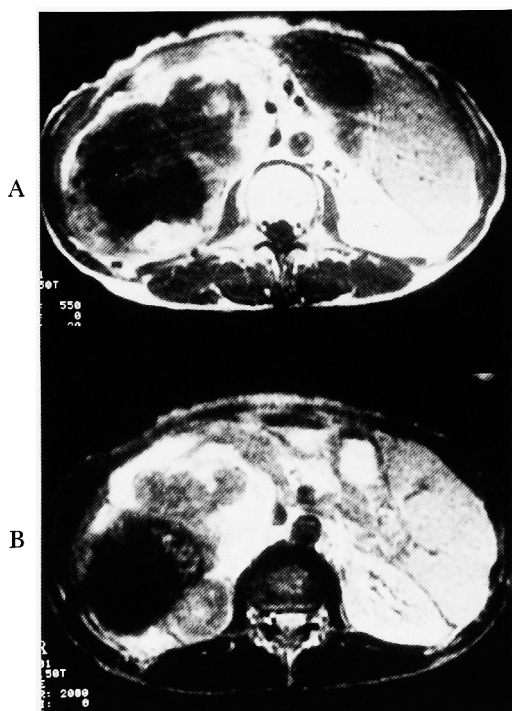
Transverse T₁-(A) and T₂-(B) weighted magnetic resonance images show a mass with very low intensity.
